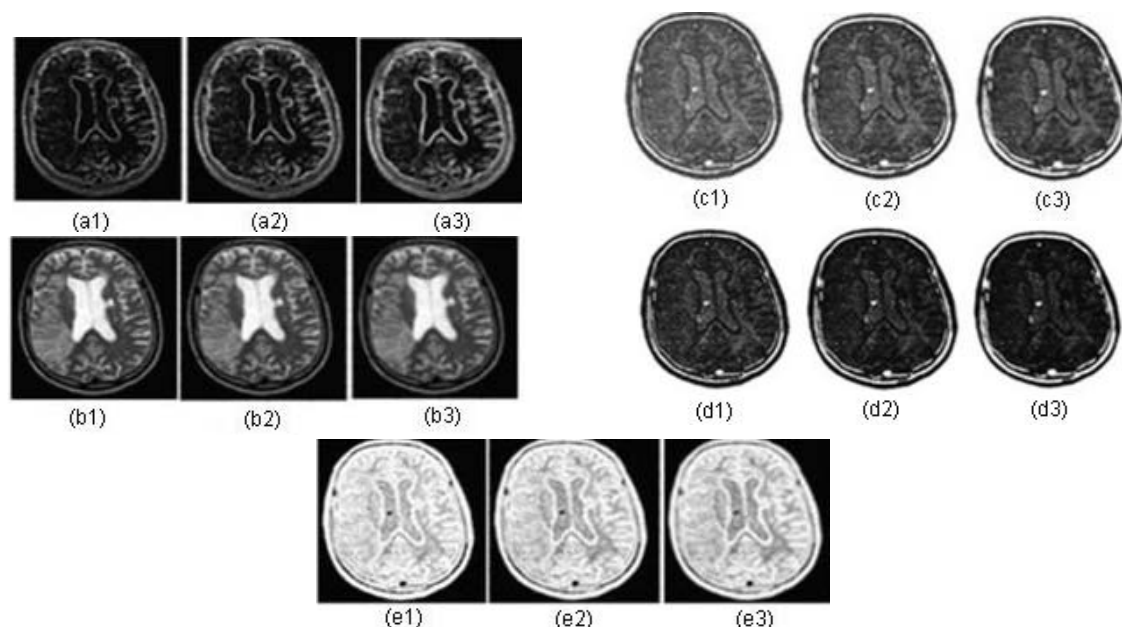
Exemple de imagini de caracteristici corespunzătoare imaginilor RMN de tip T2w.
